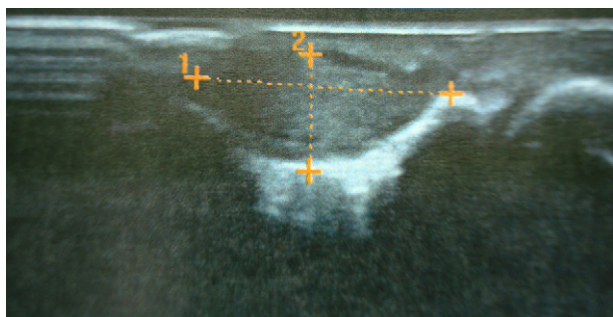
Échographie du kératoacanthome sous-unguéal de la Fig. 3. Notez la large taille de la lésion. (Coll. M. Trakatelli, Thessaloniki, Grèce).
